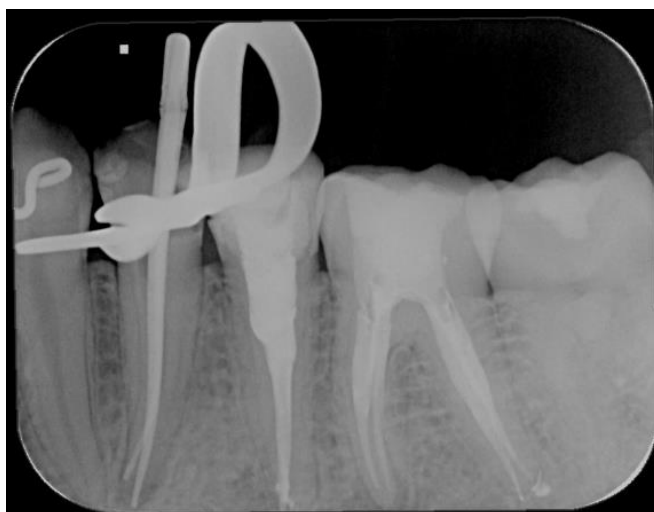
Radiografia para avaliação da dor e finalização de tratamento endodôntico, onde foi observado a proximidade do forame mental com forame apical do elemento tratado.
